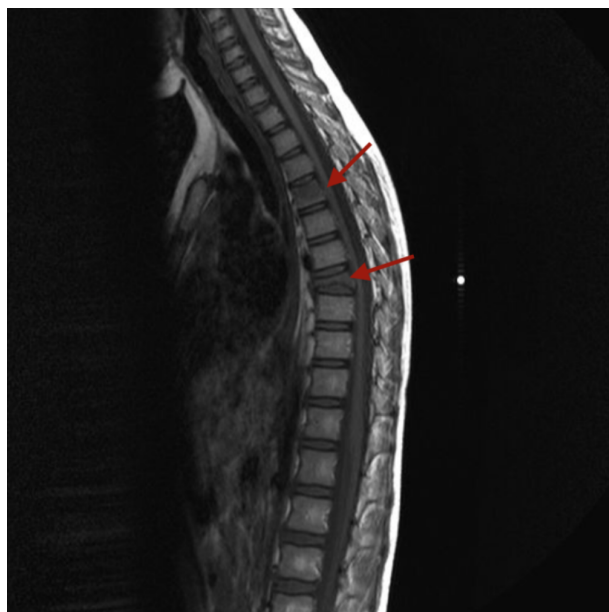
Resonancia Magnética de columna dorsal: secuencia con contraste potenciada en T1, la flecha muestra un empeoramiento de la altura vertebral con colapso de D8, así como una nueva lesión en D5 con mínimo acúñamiento anterosuperior del cuerpo vertebral.
